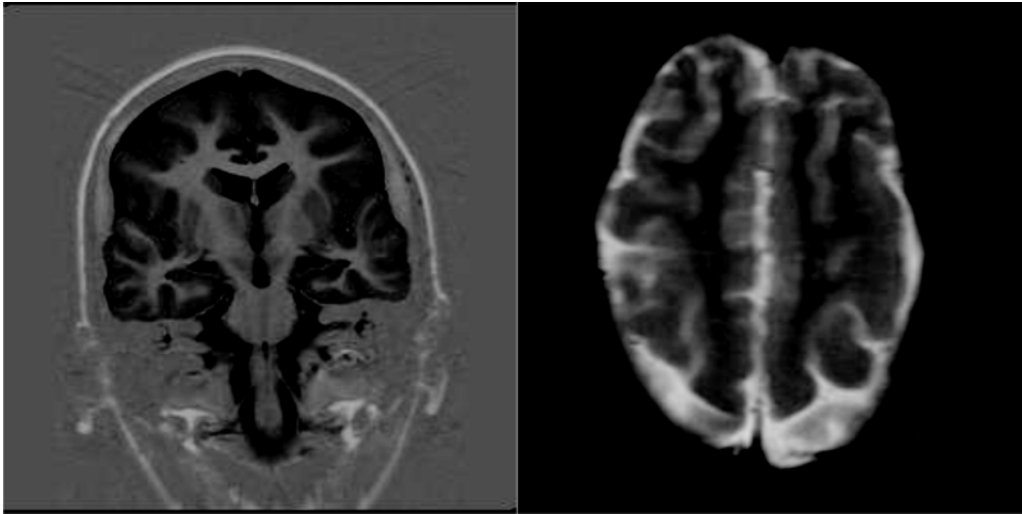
IRM del segundo caso clínico donde se observa una banda homogénea de sustancia gris subcortical, predominando en las regiones anteriores.
